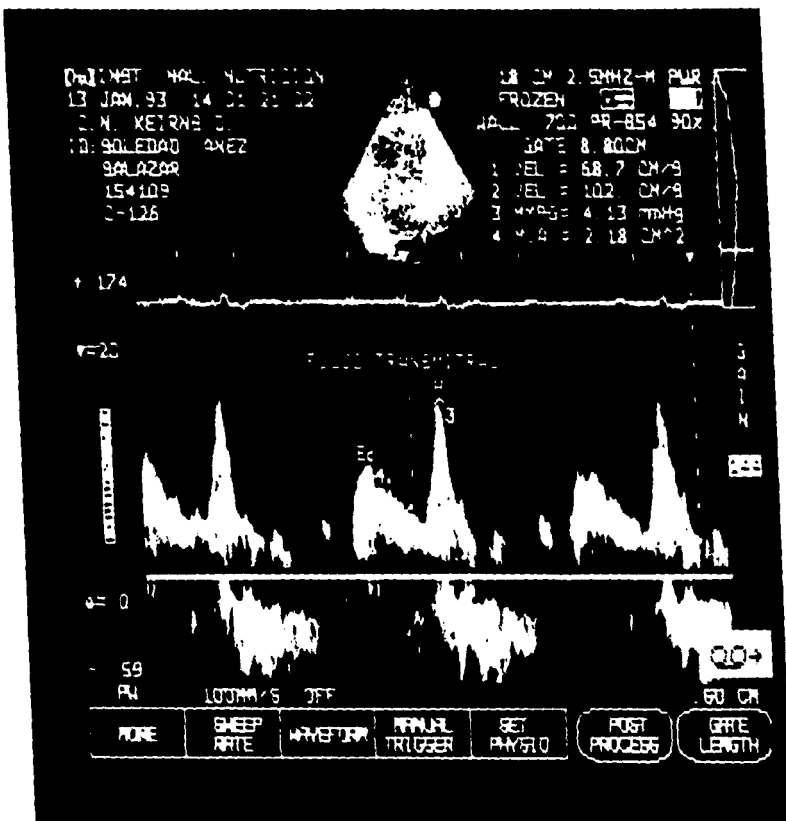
Ecocardiograma doppler pulsado que demuestra la inversión de la Relación E/A.
